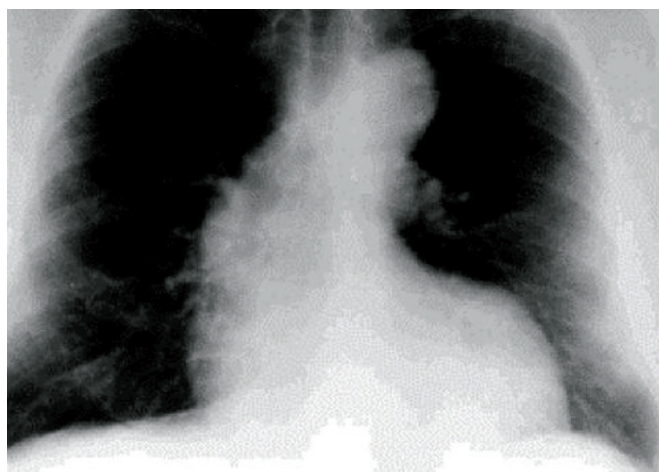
Radiographie pulmonaire de face d'un patient ayant une insuffisance aortique chronique : noter la présence d'une cardiomégalie avec dilatation ventriculaire gauche et débord du bouton aortique, témoignant d'une dilatation de l'aorte ascendante.
